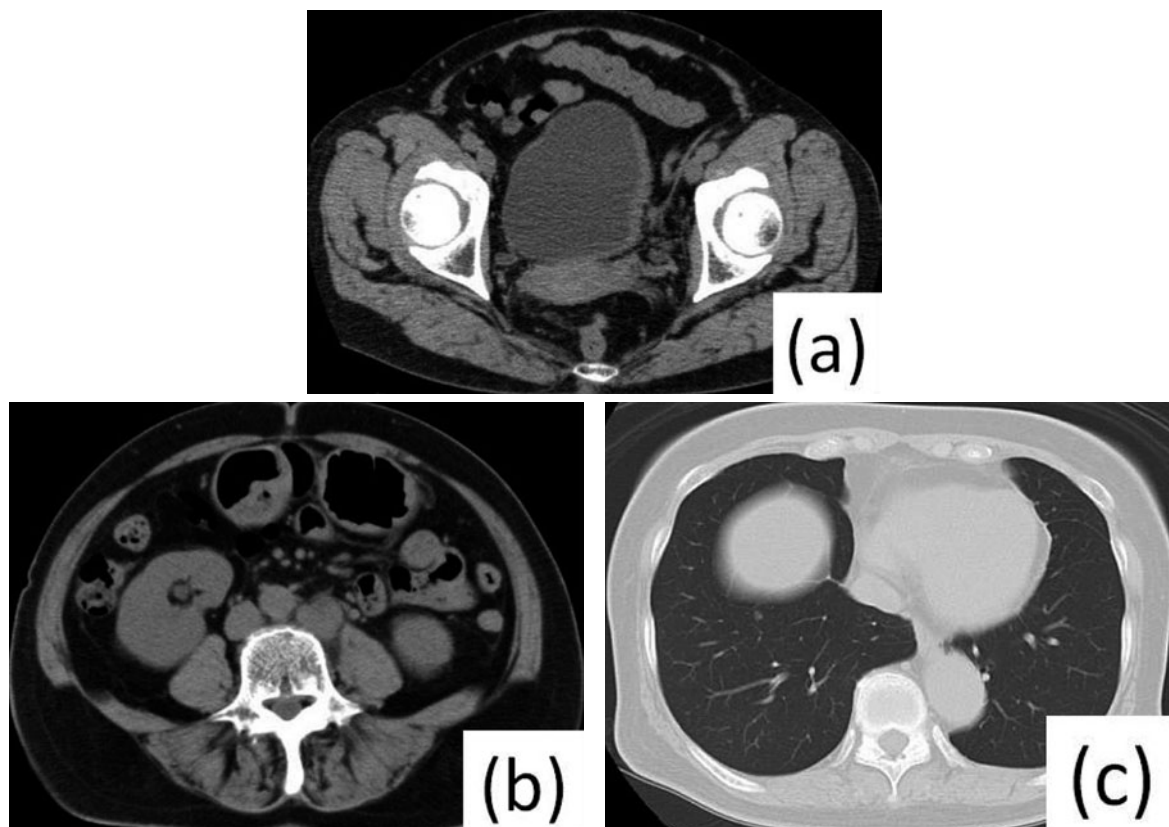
Computed tomography findings. (a) The bladder wall seemed to be thickening. (b) The paraaortic lymph node was swelling. (c) The solitary small metastasis was suspected in the right lung.
